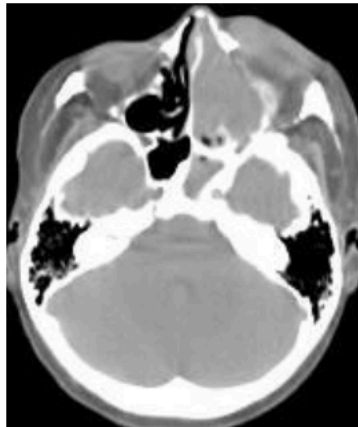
На КТ, 6-го Л-ва, 45л, со злокачественной эпителиальной опухолью верхней челюсти и клеток решетчатого лабиринта слева определяется прорастание ее в орбиту с разрушением медиальной стенки последней. В основной пазухе слева определяются КТ-признаки вторичного воспалительного процесса (сфеноидит), обусловленного вторичной обтурацией соустья. Костные стенки основной пазухи сохранены
